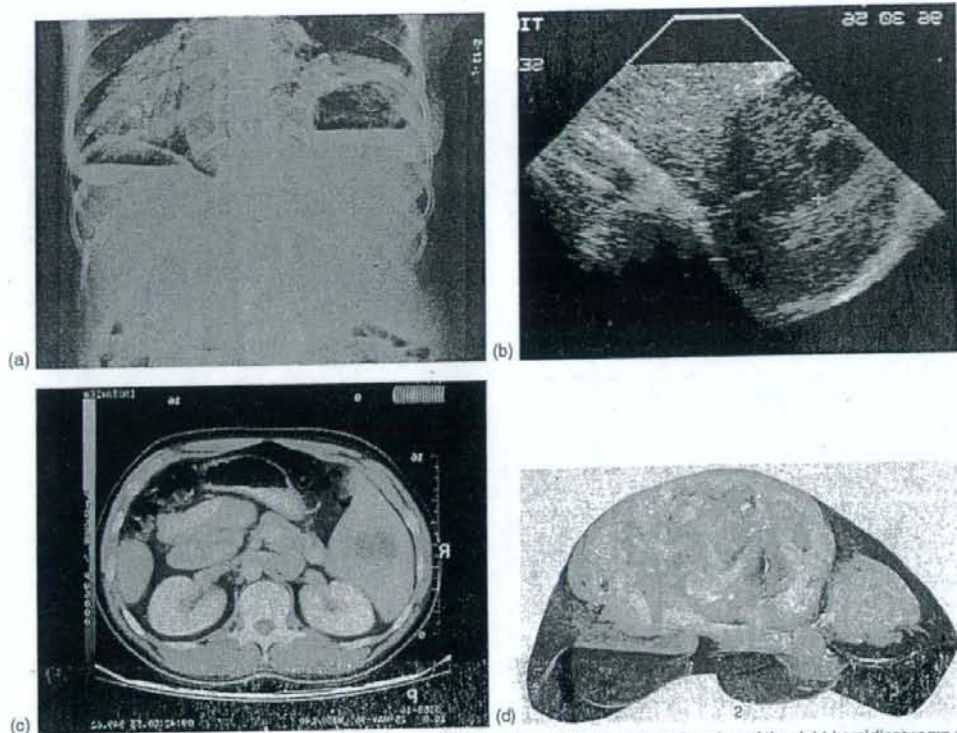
(a) Abdominal radiography of a patient with amebic liver abscess, with marked elevation of the right hemidiaphragm and air-fluid level in the liver abscess after aspiration. (b) and (c) Ultrasound scan and computed tomography scan of amebic liver abscess, respectively. (d) Amebic liver abscesses. Figures 4(a), 4(c), and 4(d) are courtesy of the estate of Dr. K. Juniper, Jr.
